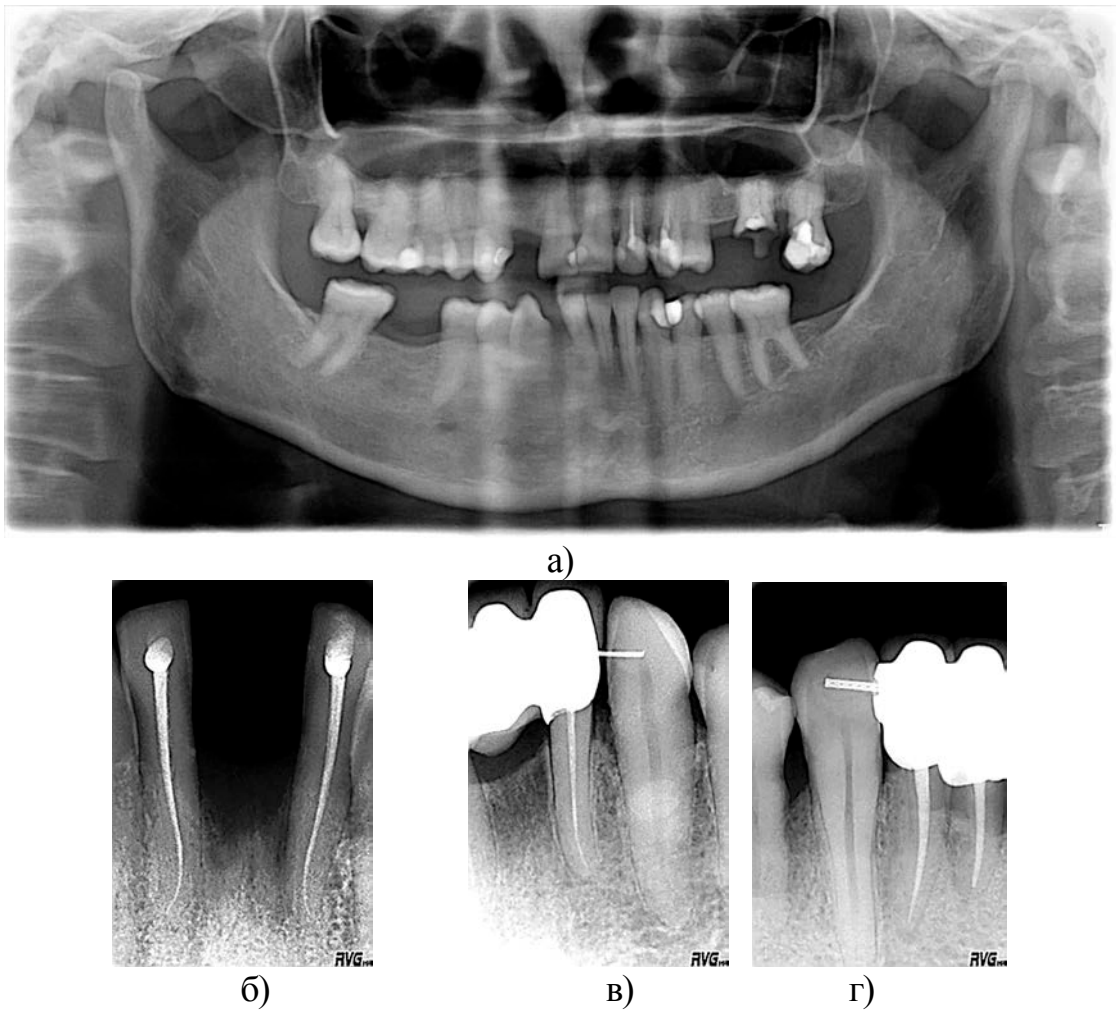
Рентгенограммы пациентов
